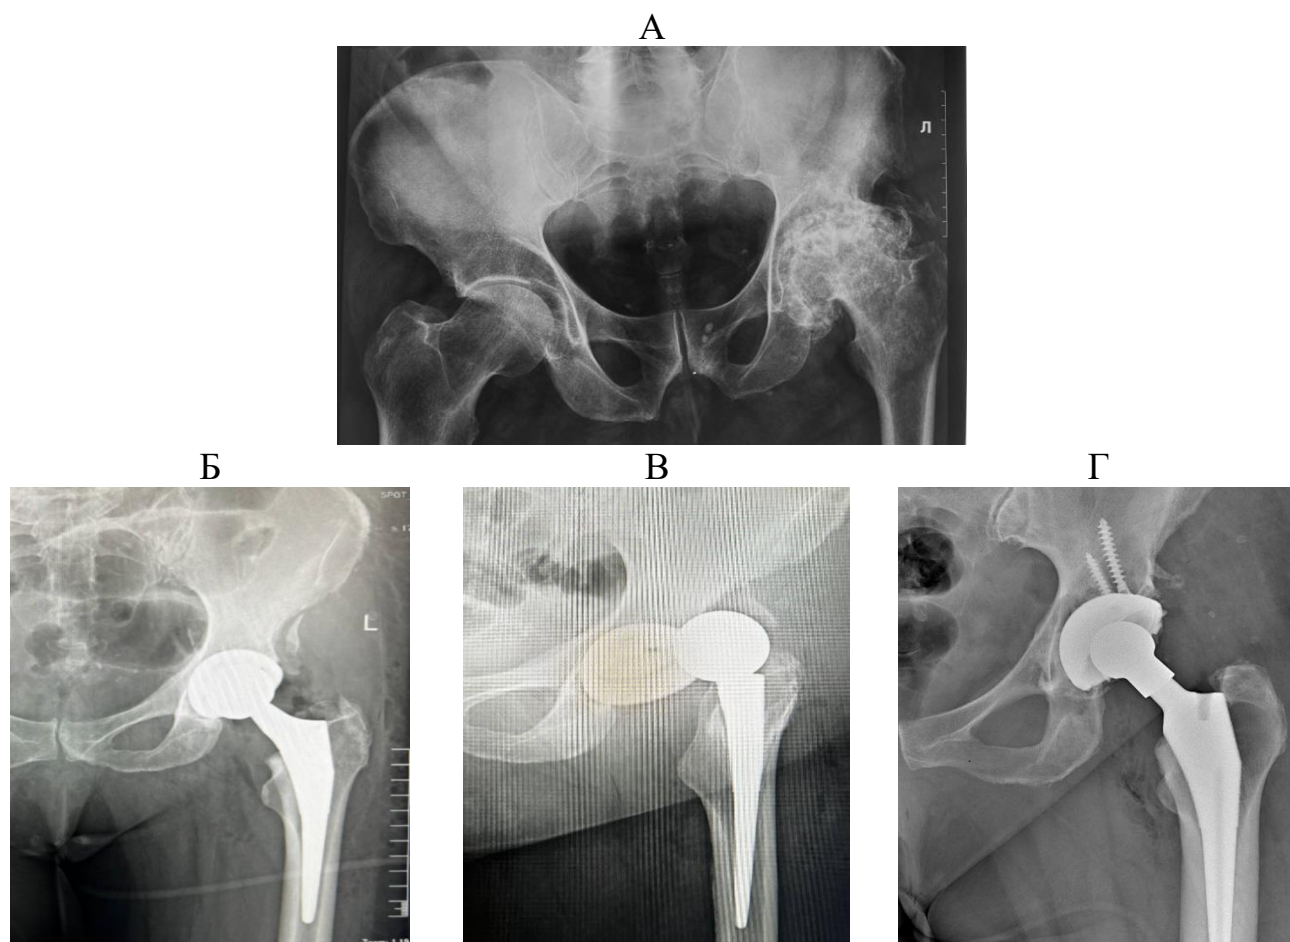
Рентгенограммы пациента Б.
